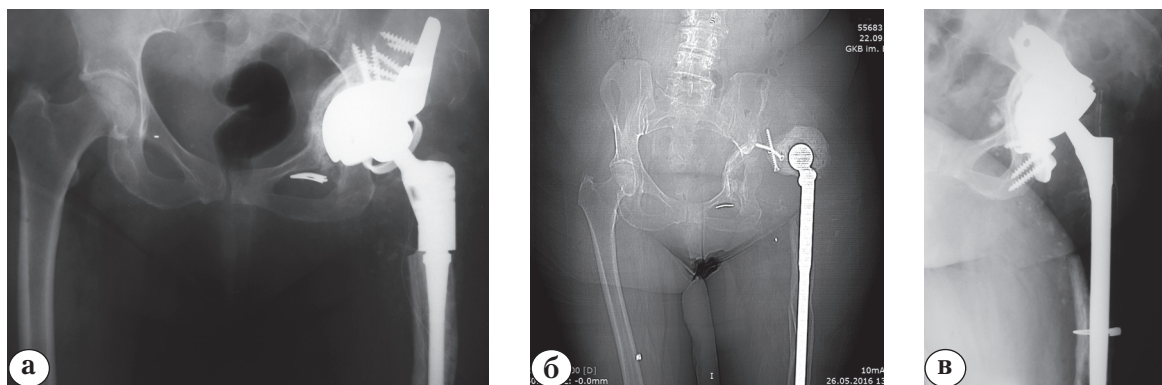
Рентгенограммы таза пациентки Т. / Fig. 2. Pelvis x-ray of patient T.:
